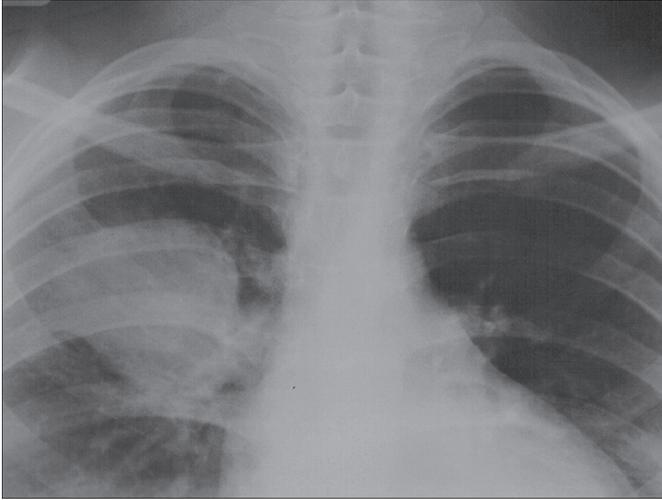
Обзорная рентгенограмма грудной клетки. Гранулема верхней доли правого легкого.
